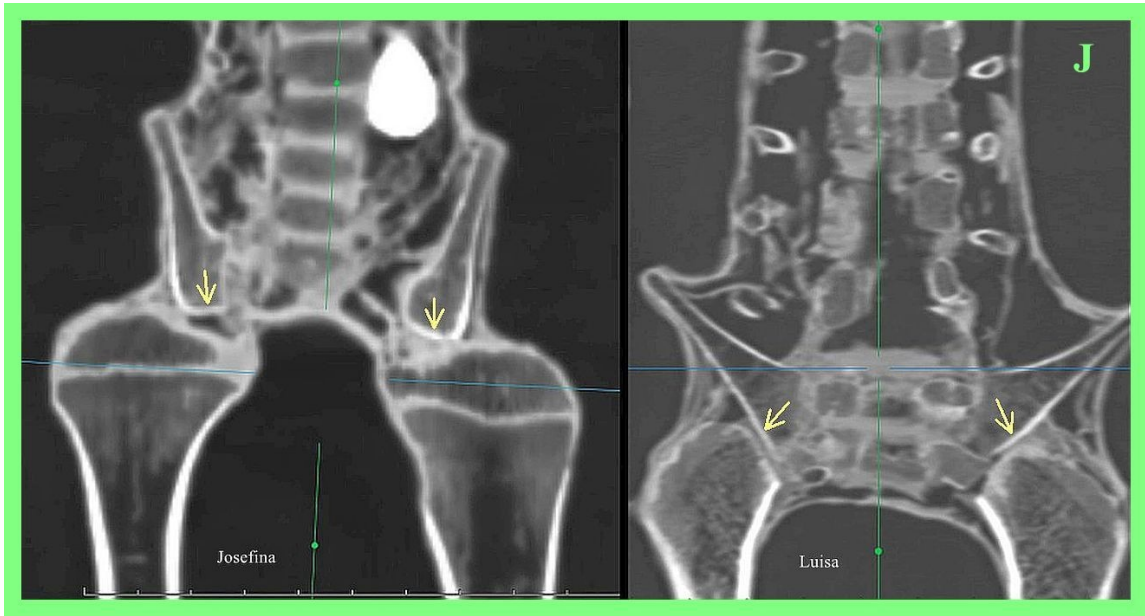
TC 2D coronal que muestra las articulaciones de la cadera (flechas amarillas) de 'Josefina' (izquierda) y 'Luisa' (derecha). Nótese la gran epífisis femoral superior ubicada superiormente en 'Josefina'. En cambio, en 'Luisa' hay ausencia de epífisis con desgaste observado en la superficie articular del fémur izquierdo.
